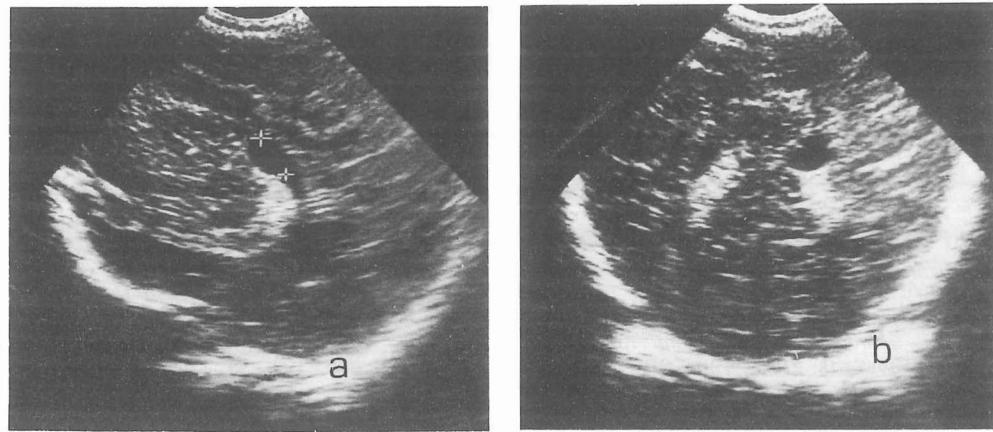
Ecografía transfontanelar, mediante corte parasagital (a) y coronal (b). Se observa una estructura redondeada de unos 10 mm. de diámetro, anecogénica, de paredes lisas, situada en el glomus del plexo coroideo izquierdo
